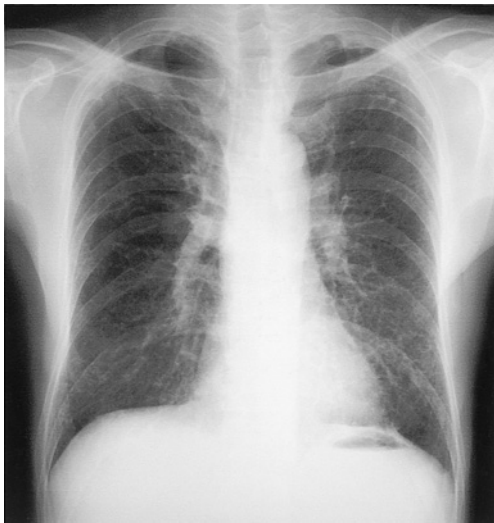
Chest radiograph taken 2 days before discharge showing, decreased reticular shadows.
